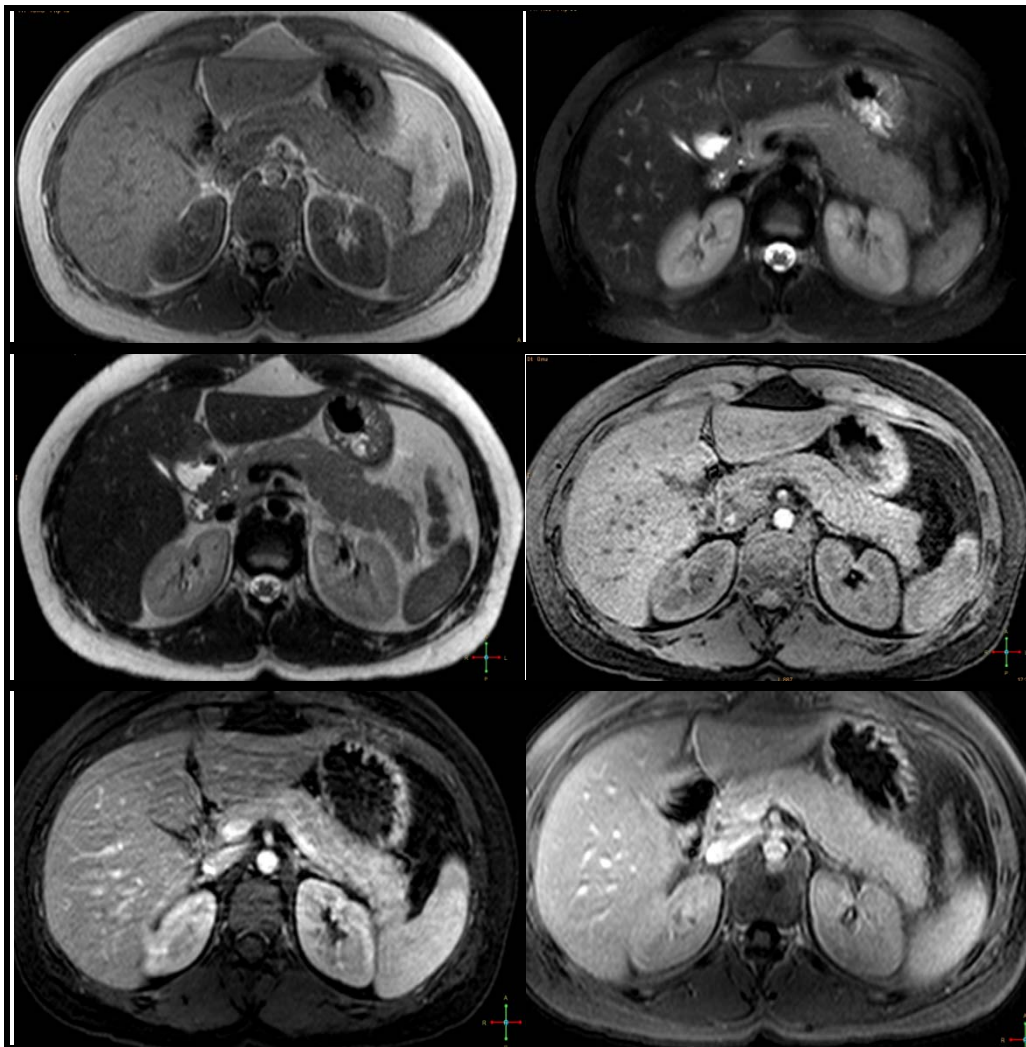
Figura # 27: Imágenes de Resonancia Magnética en plano axial: 1. Secuencia T1. 2. Sec. Saturación grasa. 3. Secuencia T2. 4. Secuencia dinámica con gadolinio: Arterial temprana, arterial tardía y venosa portal.
